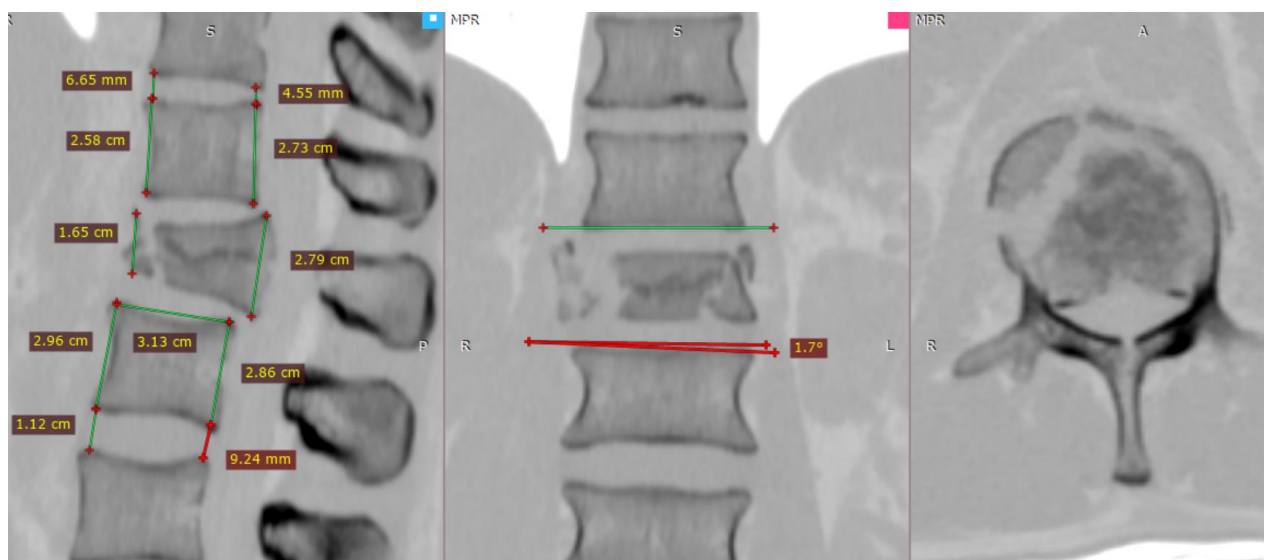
СКТ пациента Б. в трех проекциях после мультипланарной реконструкции с измерениями
